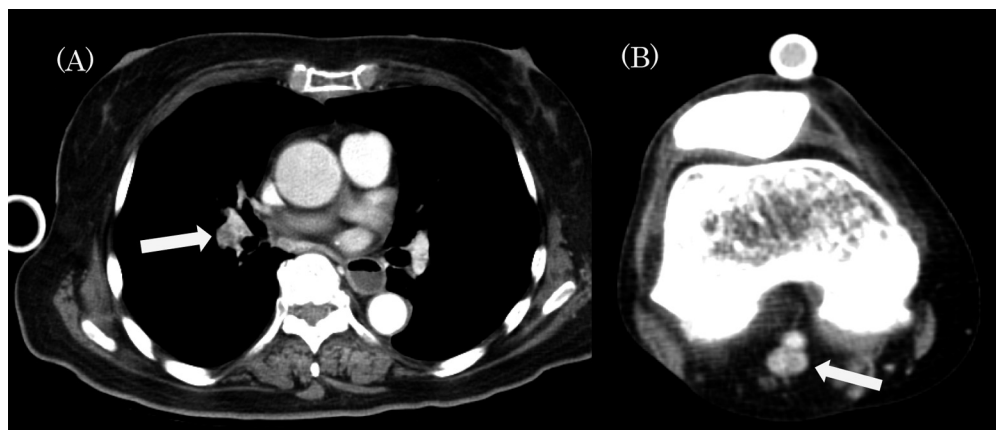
CT reveals pulmonary embolism (A) and deep vein thrombosis in the right popliteal vein (B).
